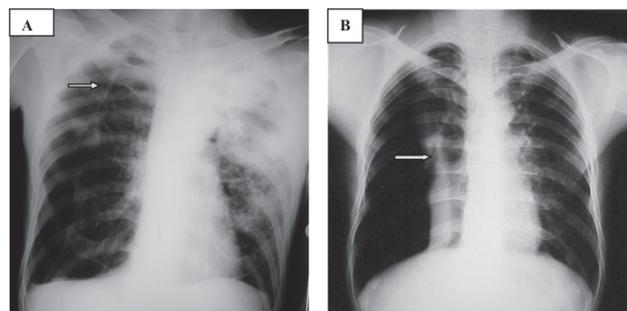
Radiografia de tórax em AP mostrando dois casos de pneumotórax. As setas mostram as linhas de pleura visceral.
